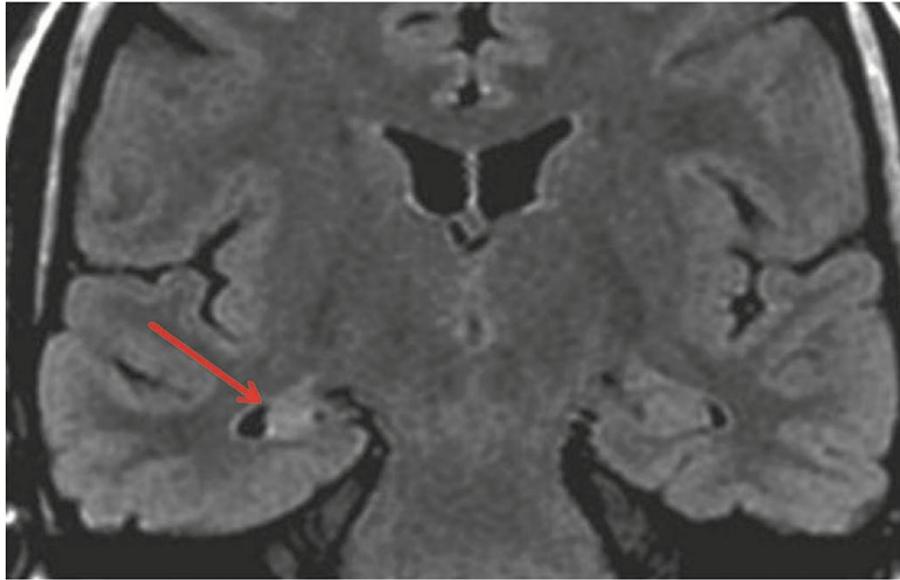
Figure 7IRM cérébrale en coupe coronale et séquence FLAIR montrant une atrophie associée à une sclérose (hypersignal) de l'hippocampe droit (flèche rouge) (Source : CEN, 2019.)
